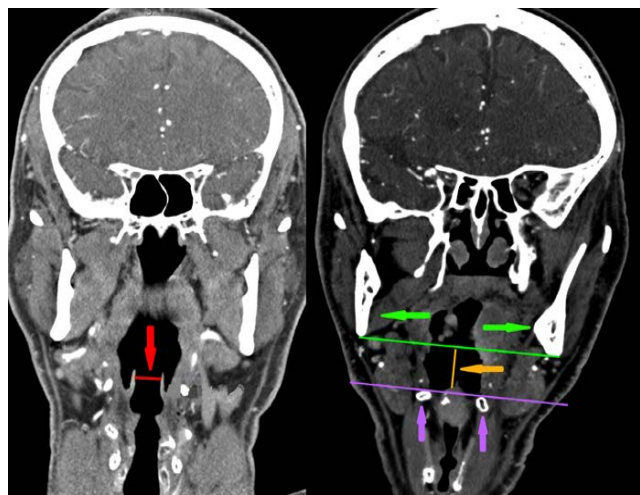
КТ головы и шеи в фронтальной проекции: 1 – красная стрелка – расстояние между голосовыми связками; 2 – оранжевая стрелка – вертикальное расстояние от самой высокой точки подъязычной кости до тела нижней челюсти и расстояние между голосовыми связками; 3 – зеленая стрелка – нижняя челюсть; 4 – фиолетовая стрелка – подъязычная кость
